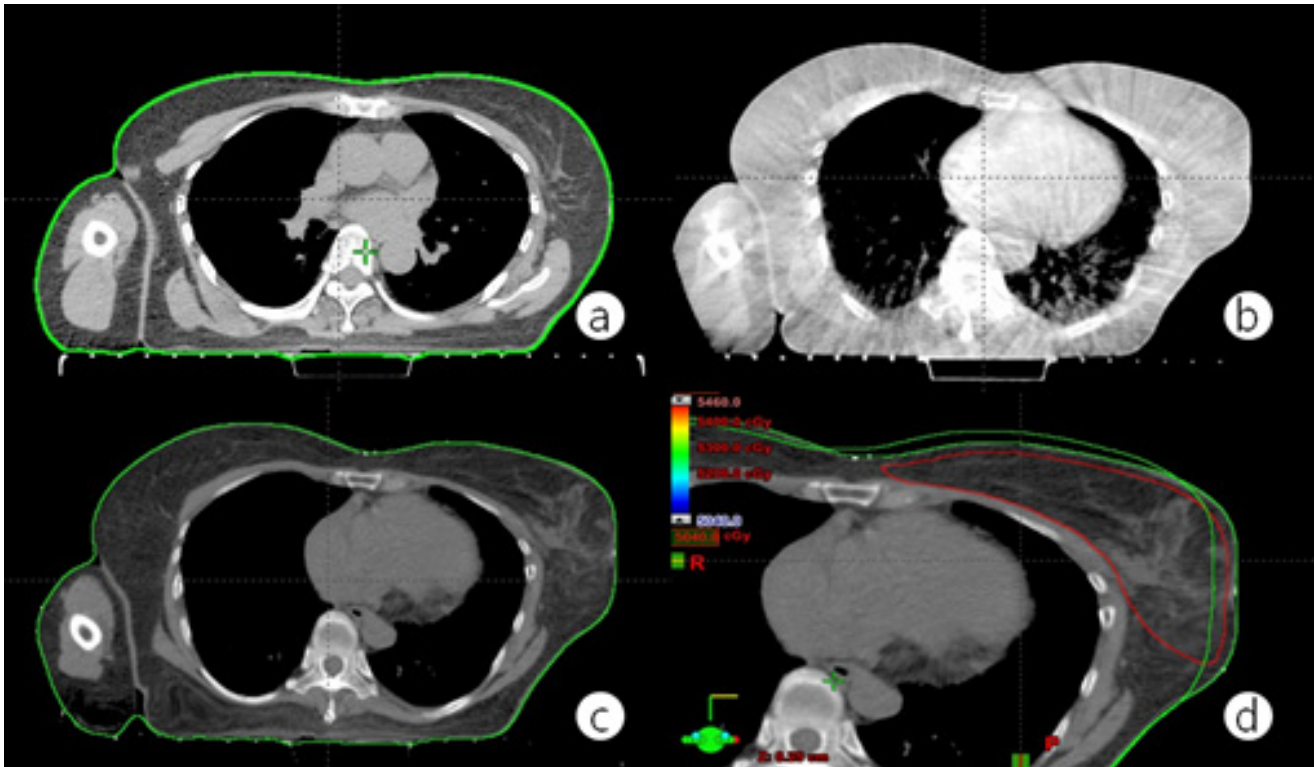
Breast radiation therapy image: ① Computed tomography(CT), ② Cone beam computed tomography(CBCT), ③ Deformable image registration computed tomography(DIRCT), ④ CT and DIRCT over lab image
